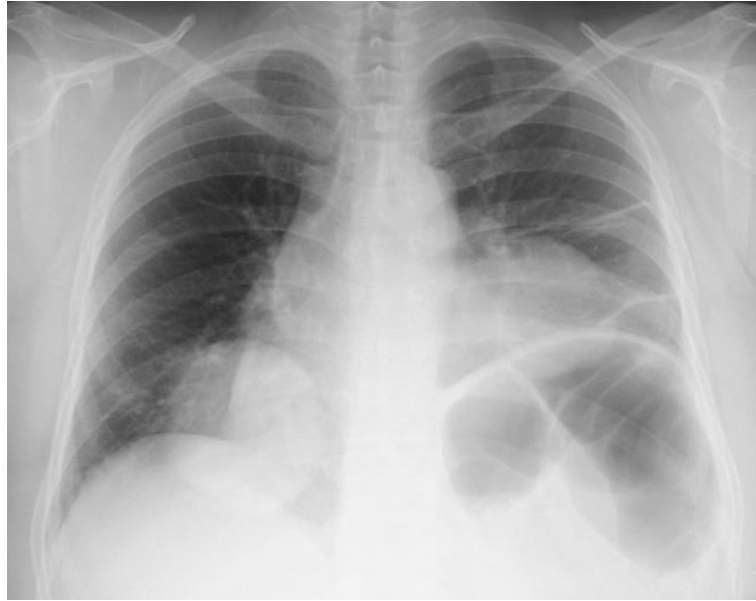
Radiografía de tórax. Metástasis pulmonares del SPI. Fuente: Departamento de Radiología, SOLCA.
